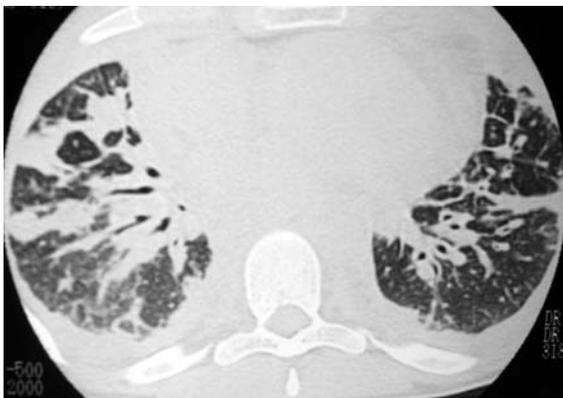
Corte de tomografia computadorizada ao nível dos lobos inferiores mostra espessamento difuso do interstício central dos pulmões, de septos interlobulares e do interstício subpleural. Algumas opacidades irregulares e periféricas, contíguas ao espessamento do interstício central também são observadas.
